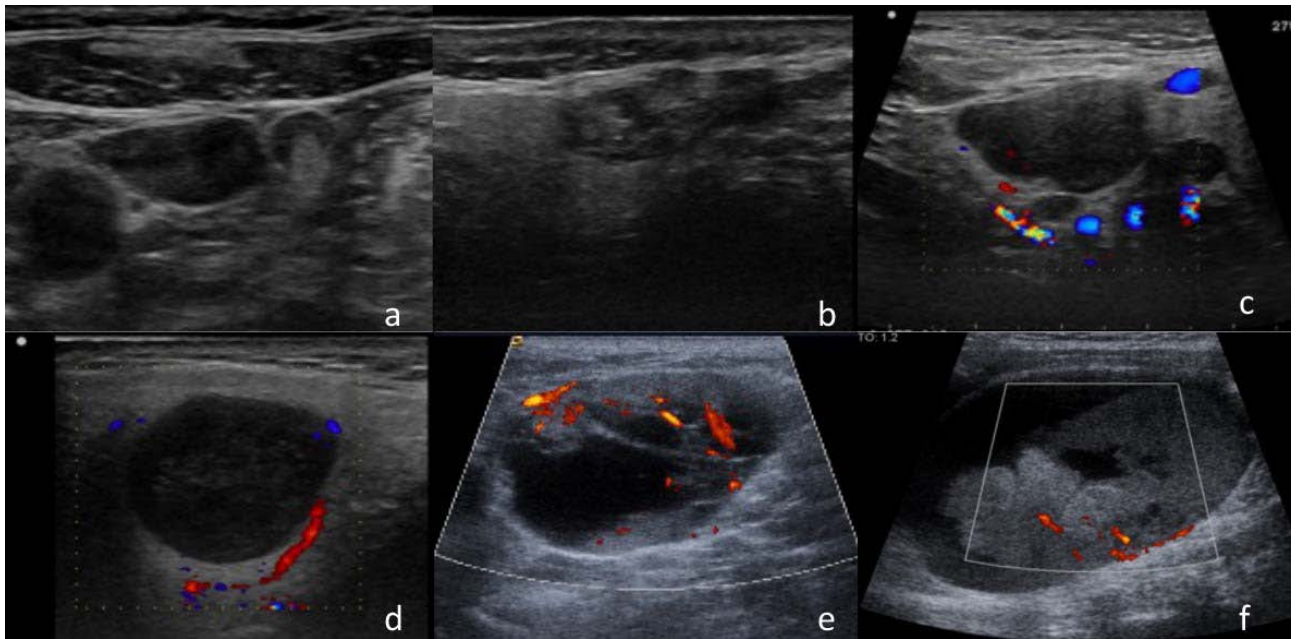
Ultrasonido en la evaluación del estado ganglionar en tumores de cabeza y cuello. a) Ganglio normal, menor a 10 mm en el eje corto, cortical delgada, hilio ecogénico y central. b) Ganglio hiperplásico. c) Linfoma. d) Metástasis de melanoma. e y f) cáncer papilar de tiroides metastásico.
